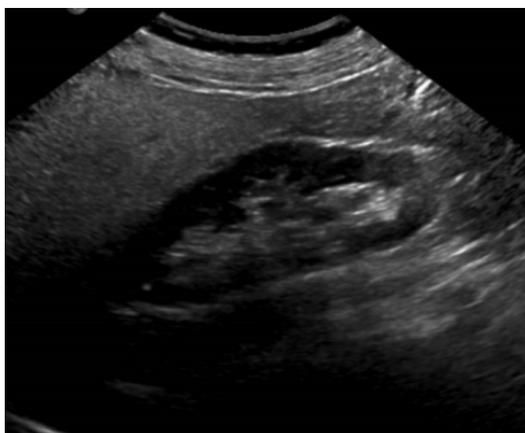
ECOGRAFÍA DE RIÑÓN Y VÍA URINARIA, BILATERAL (al año del tratamiento)
